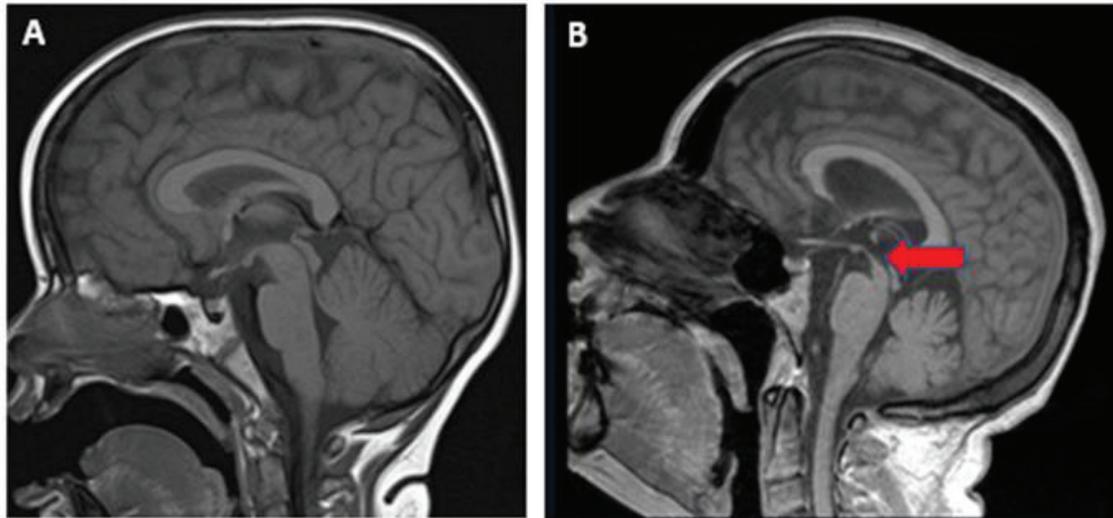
A RM corte sagital que muestra mesencéfalo de estructura normal (referencial). B Corte sagital que muestra signo de colibrí por atrofia de mesencéfalo señalada con flecha roja.
